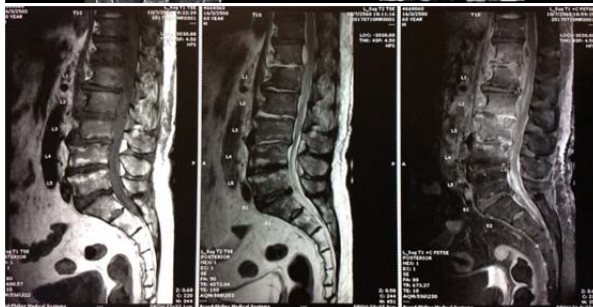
MRI lumbar spine shown spondylodiscitis of T12-L4 level with subligamentous extension and several paravertebral abscess formation measuring about 0.8x1.4x2.3 cm at T12 level and 0.7x1.2x2.5 cm at L1 level. The anterior epidural abscess at T12 and L1 level causing right posterolateral displacement of thecal sac, cauda equina compression.
